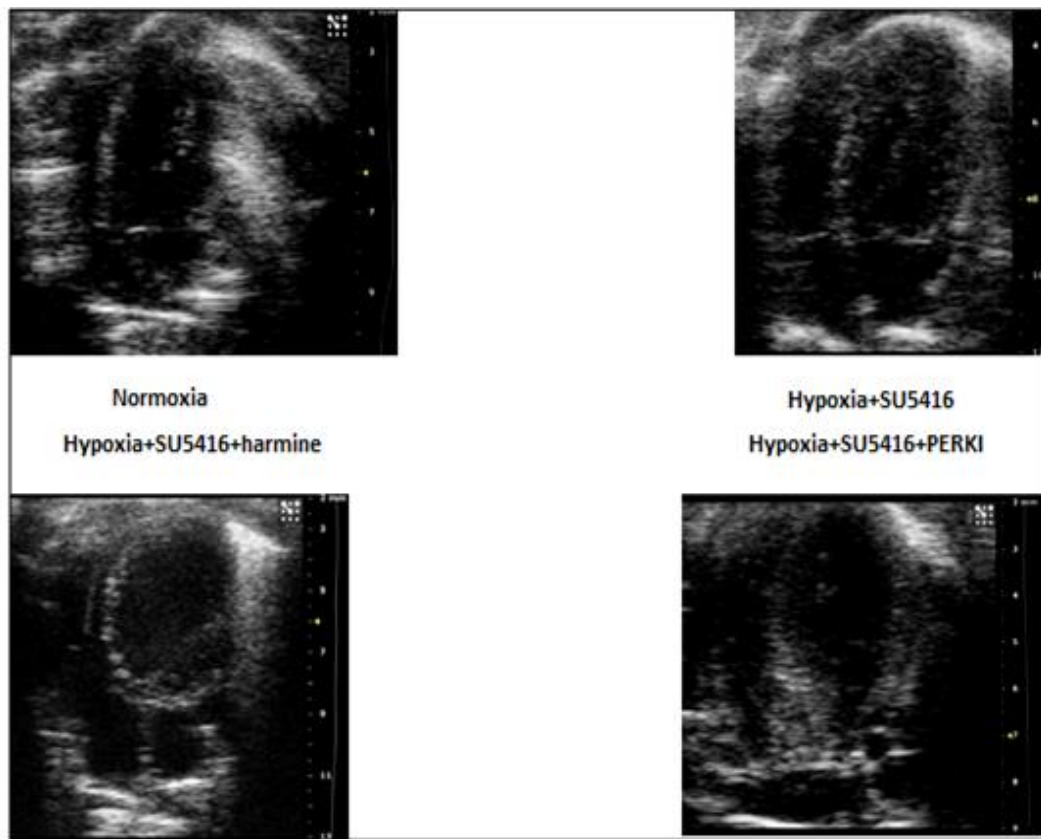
経胸壁エコーによる右心機能評価(2D-echo)
